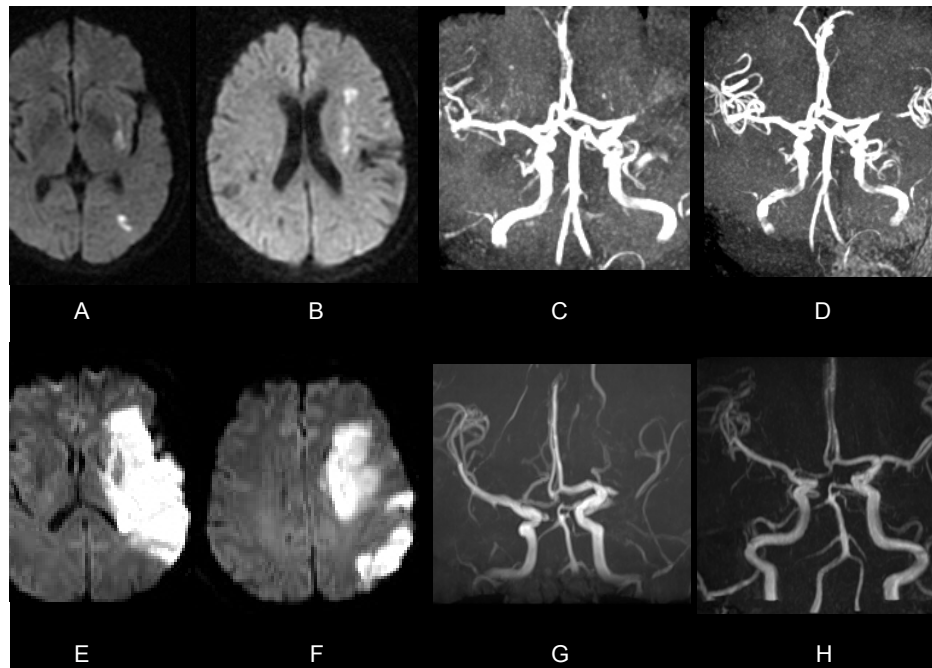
Intrinsic atherosclerosis: A 68-year-old woman presented with right-sided hemiparesis. The ischemic lesions on pial arterial territory, perforating arterial territory and borderzone are observed (A, B). The middle cerebral artery occluded on initial MRA was partially recanalized on the 5-day follow-up MRA (C, D). Cryptogenic mechanism: A 51-year-old man presented with right-sided hemiparesis and global aphasia. Diffusion-weighted MRI showed an acute large territorial ischemic infarction on the left middle cerebral artery territory (E, F). MRA showed complete recanalization of the acute middle cerebral artery occlusion (G, H).
